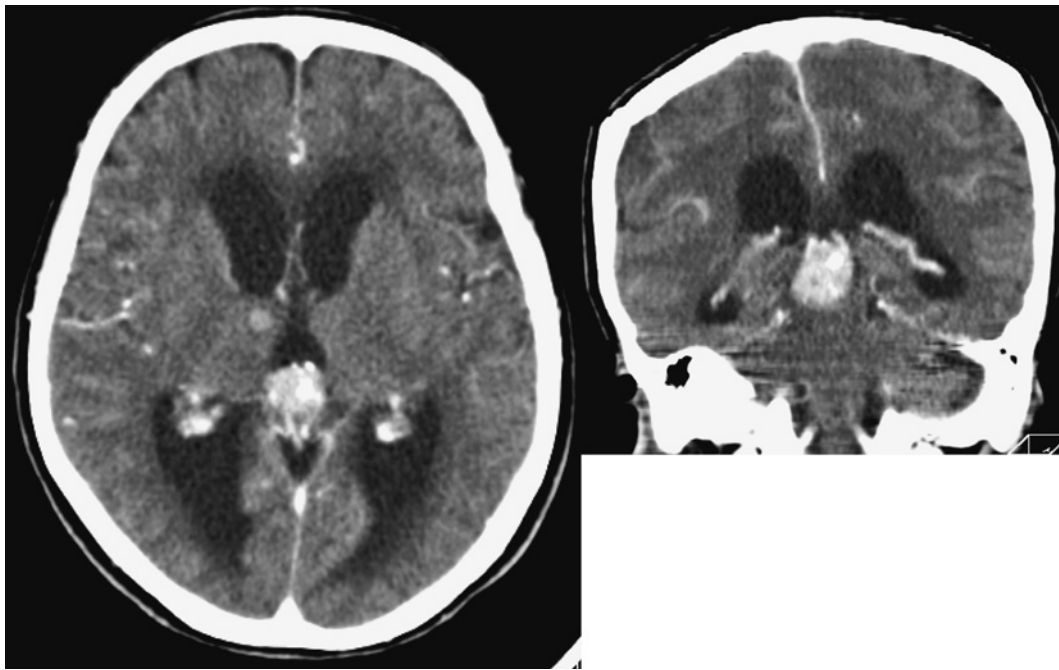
A brain computed tomographic scan performed on admission shows a 17-mm mass lesion in the pineal body and a 6-mm nodular lesion in the thalamus.
